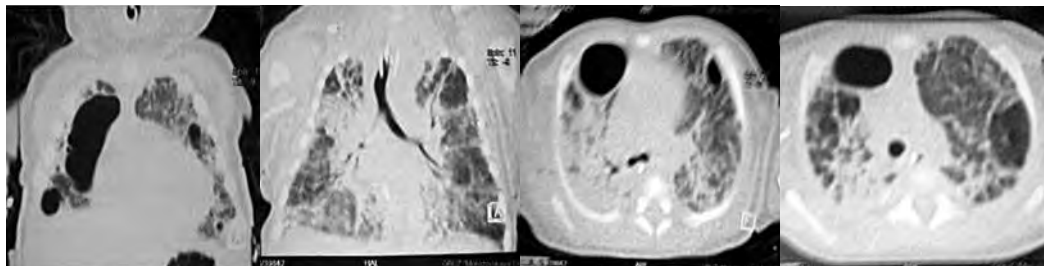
Компьютерные томограммы пациента
